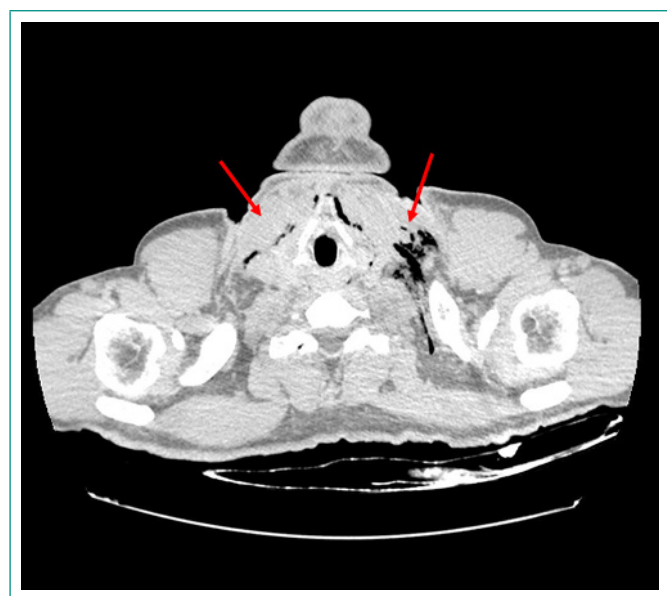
Tomografía computarizada cervical con contraste que muestra enfisema en el espacio.
